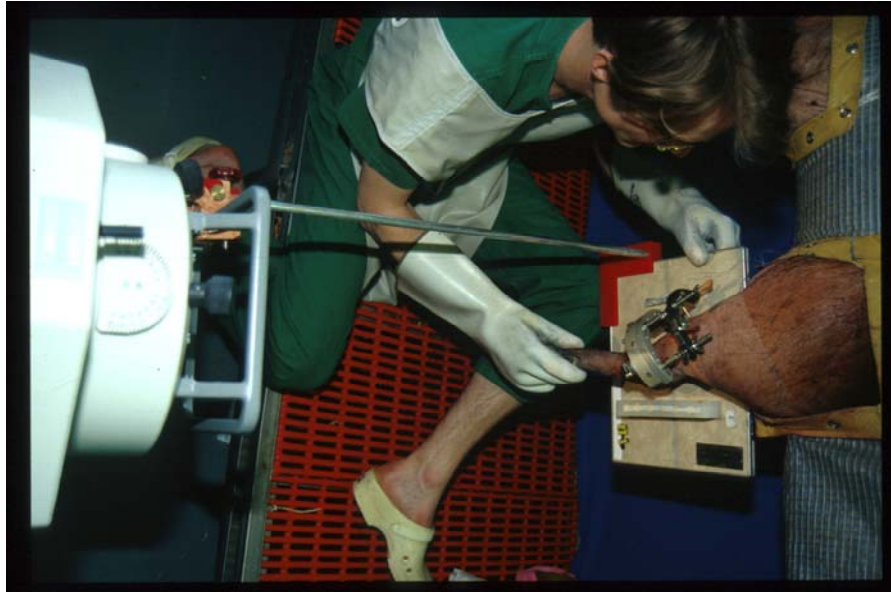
Darstellung der Röntgenuntersuchung
